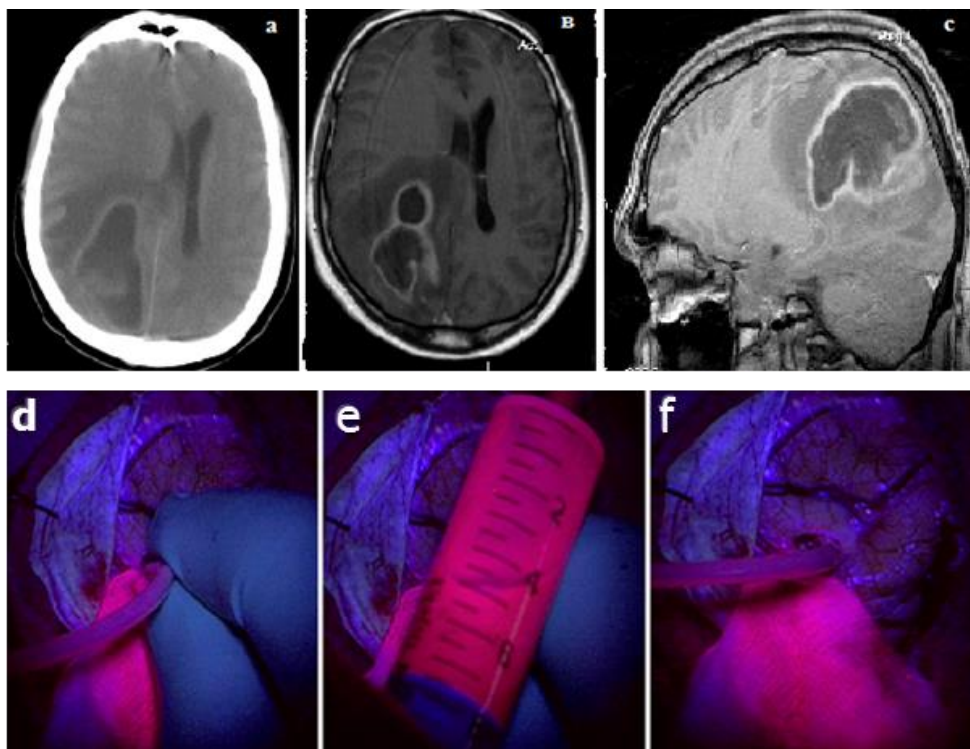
М., 29 лет, клиническое наблюдение 39. Неспецифическая флуоресценция содержимого абсцесса головного мозга. Яркое свечение содержимого абсцесса: предоперационная СКТ, аксиальный срез (а); МРТ с контрастным усилением в Т1 режиме, аксиальный срез (в); МРТ с контрастным усилением в Т1 режиме, сагиттальный срез (с). Интраоперационная флуоресцентная диагностика в хирургии абсцесса головного мозга: установка катетера в полость абсцесса (d); флуоресценция содержимого абсцесса (е); флуоресценция поверхности салфетки с содержимым абсцесса, в полости абсцесса установлен дренаж (f)
